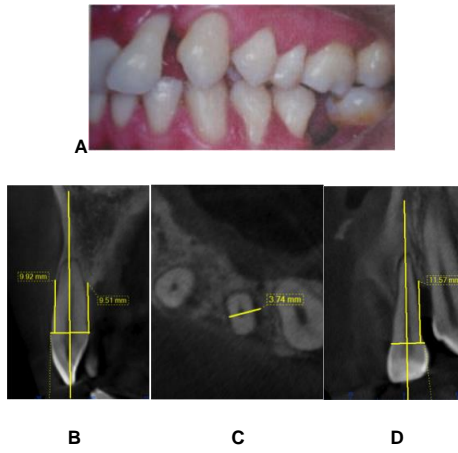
Tomografía Inicial D 22A fotografía extraoral. 10B Corte Sagital . 10CCorte basal (sentido MD).10D Corte coronal.
